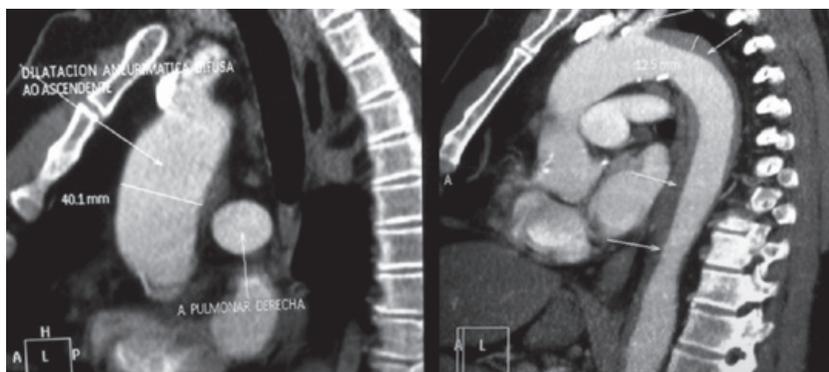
Angio TAC: En la imagen de la izquierda dilatación aneurismática difusa de la aorta ascendente. En la derecha se representa la extensión proximal de la disección (ostium de salida de la arteria subclavia izquierda).
